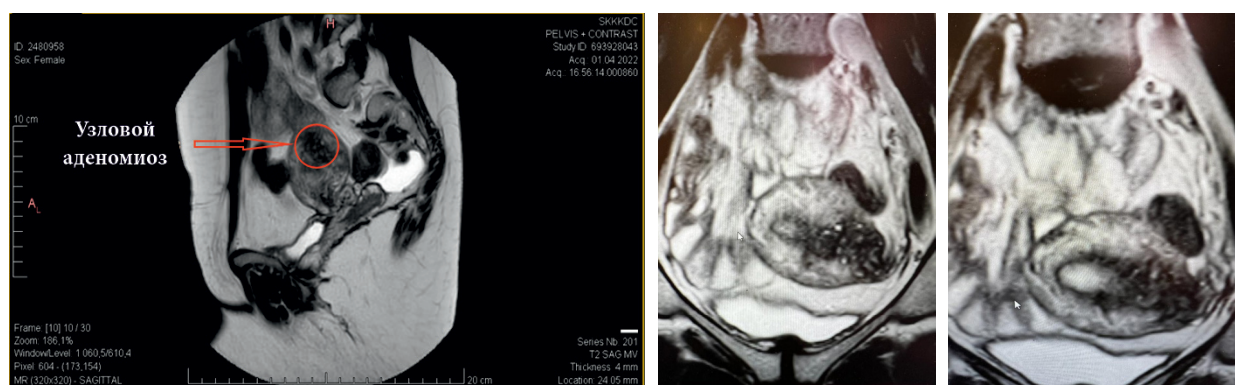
Снимок МРТ органов малого таза от 2022 г.
